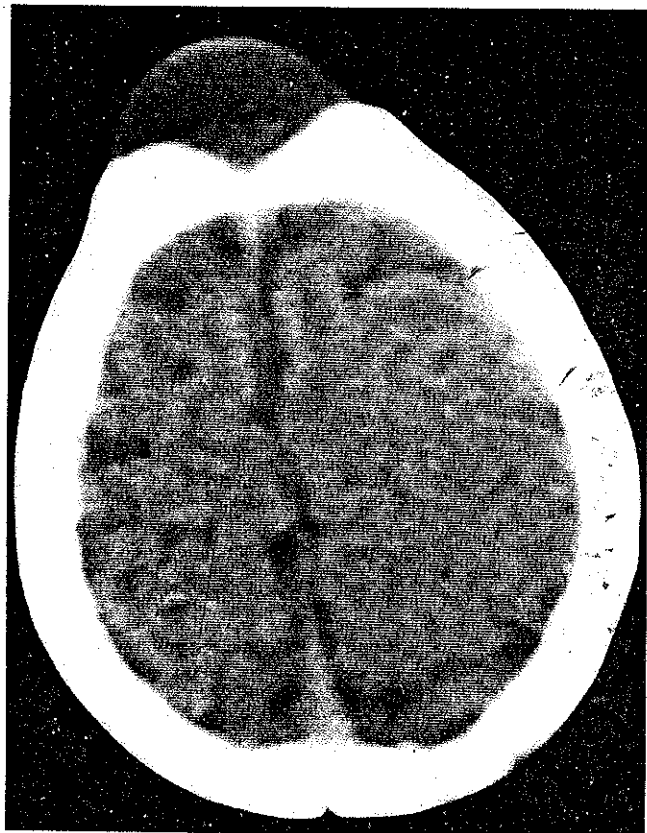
TAC craneal: tumoración de contenido líquido a nivel de la fontanela anterior que permanece abierta.
